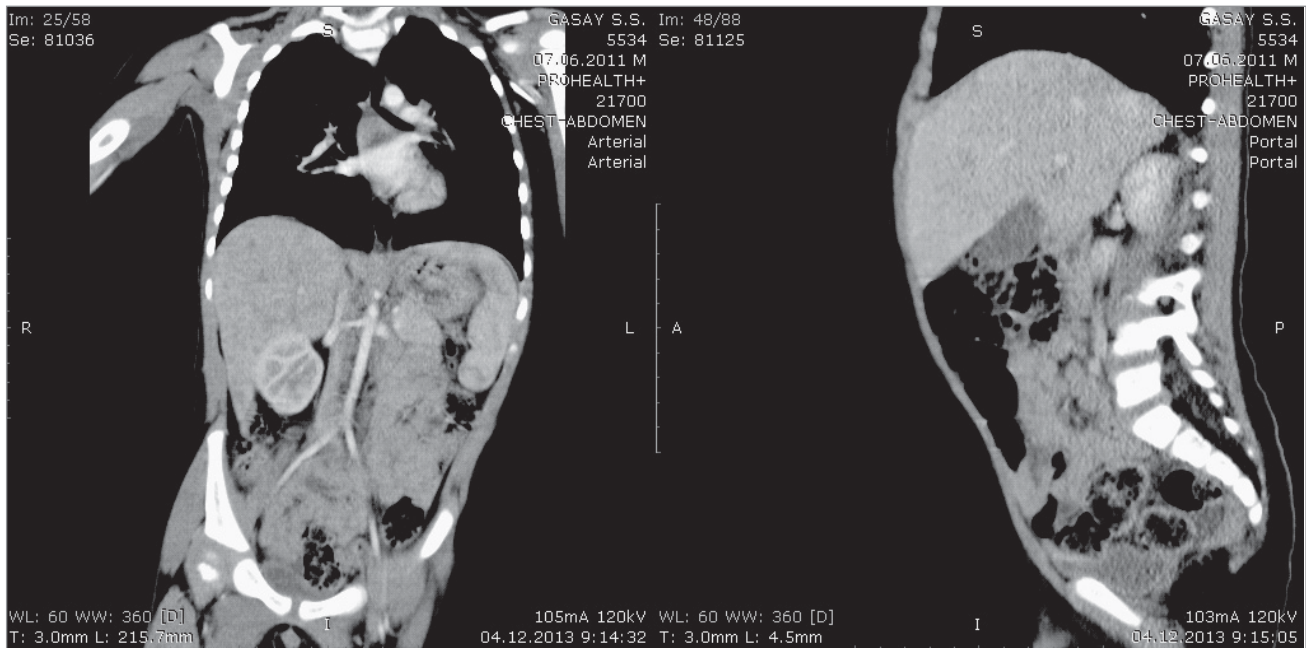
а) томографія органів грудної та черевної порожнини в прямій проекції; б) томографія органів черевної порожнини та малого тазу в боковій проекції
